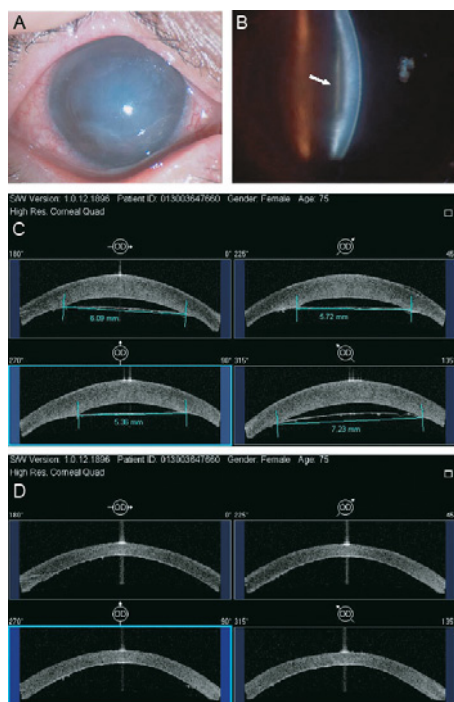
(A) Slit-lamp examination showing diffuse corneal edema and mild conjunctival hyperemia. (B) Detachment of the Descemet membrane (white arrow) and increased central corneal thickness. (C) Anterior segment optical coherence tomography (OCT) images before surgical repair. (D) Anterior segment OCT images at the ninth postoperative day.
